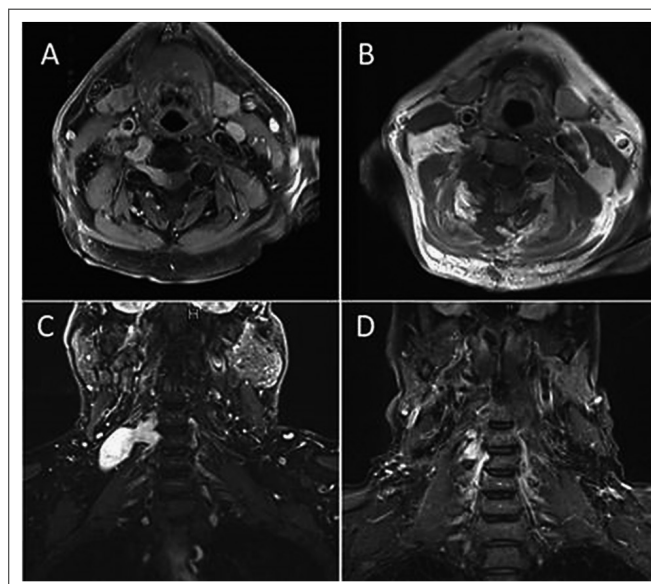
A und C: Präoperatives MRT mit Tumorwachstum ventral der Arteria vertebralis und im Neuroforamen, sowie im Spinalkanal und in den Plexus brachialis. B und D: Subtotale Tumorresektion mit kleinem Rest ventral der Arteria vertebralis.
